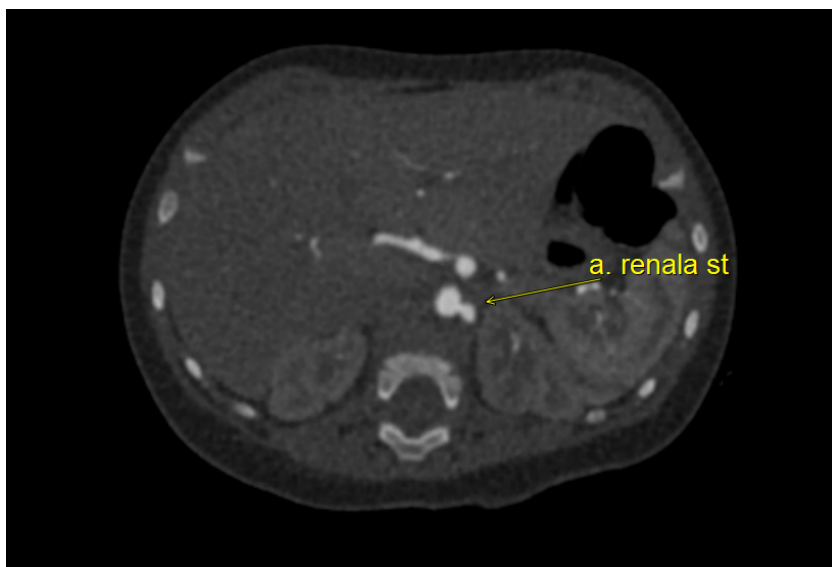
Angio-CT evidențiind un anevrism al arterei renale stângi.
